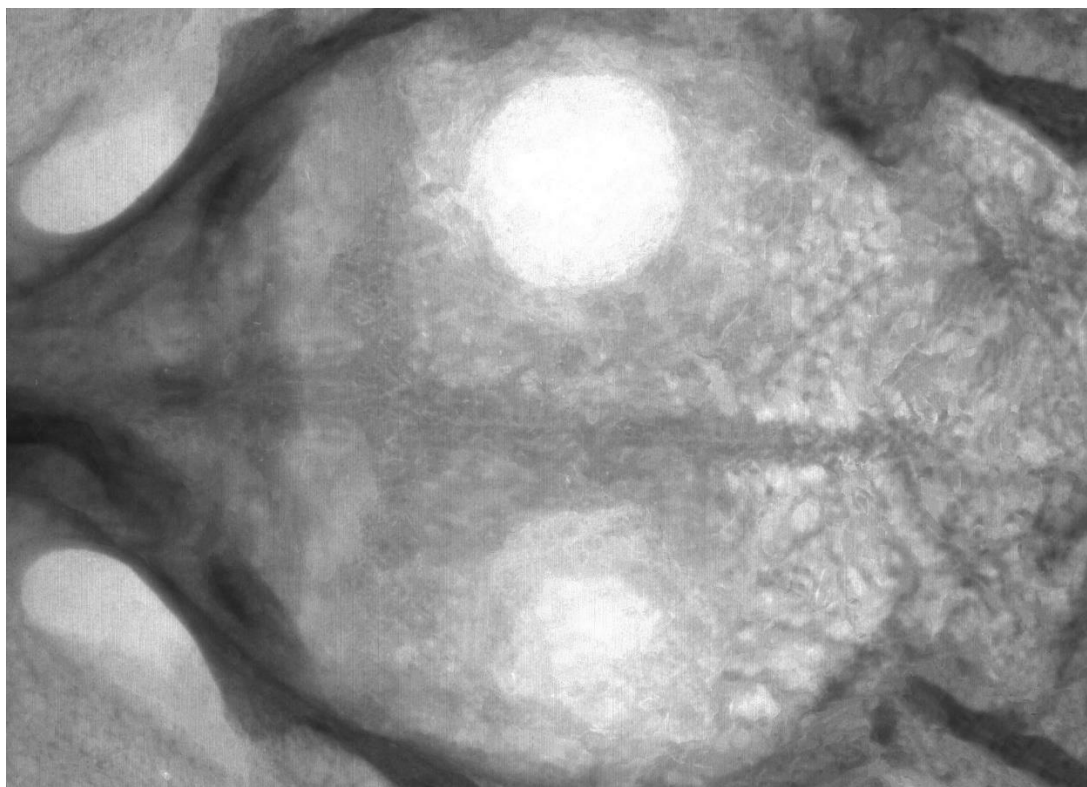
Фото рентгенограми склепіння черепа кроля.
